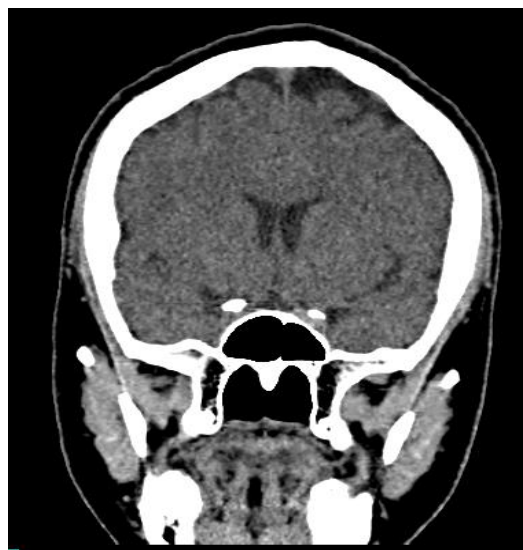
Tomografía computarizada corte coronal
